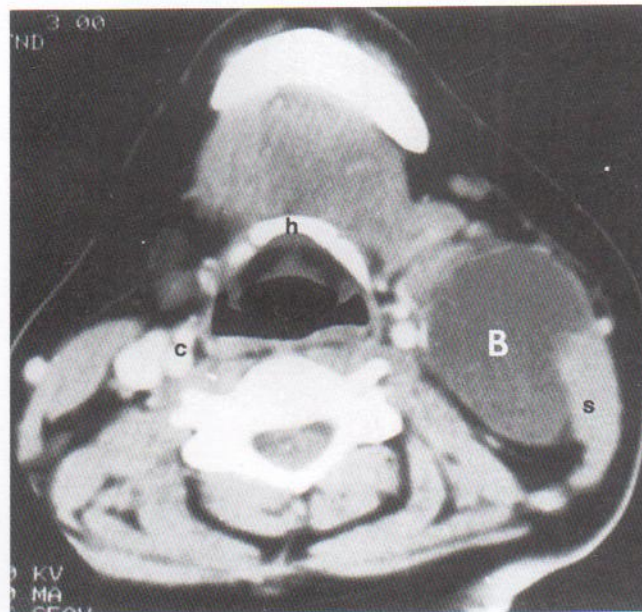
Quiste branquial (B). Imagen de tomografía computarizada (TC) de la región del cuello de una mujer que presentaba un «bulto» en el cuello similar a la que se muestra en la Figura 10-12. El quiste de densidad baja es anterior al músculo esternocleidomastoideo derecho (s) a nivel del hueso hioides (h). Se muestra el aspecto normal de la vaina carotídea (c) para comparar con la vaina comprimida en el lado derecho. (Tomado de McNab T, McLennan MK, Margolis M: Radiology rounds. *Can Fam Physician* 41:1673, 1995.)
